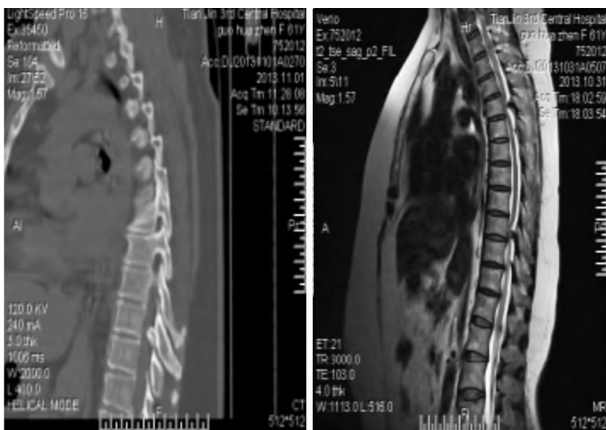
术前胸腰段 CT 示矢状面 T<sub>10~11</sub> ~ L<sub>1~2</sub> 多节段黄韧带骨化伴后纵韧带骨化, 边界清楚
